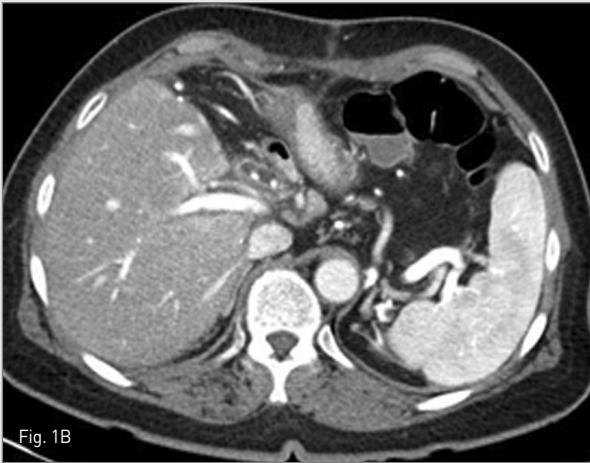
A–B, CT scans obtained 4 months after living donor liver transplantation show gastric varices and gastrorenal shunt.
